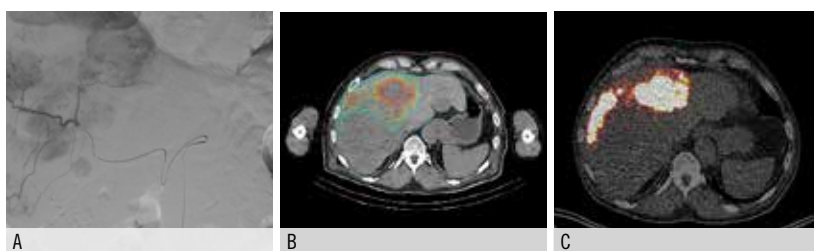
Die Abbildung zeigt eine Planungsangiographie vor Radioembolisation (SIRT, selektive interne Radiotherapie) (A), die anschließende Dosimetrie zur Berechnung der Strahlendosis (B) sowie die abschliessende Kontrollbildgebung nach der Behandlung im PET/CT (C).
